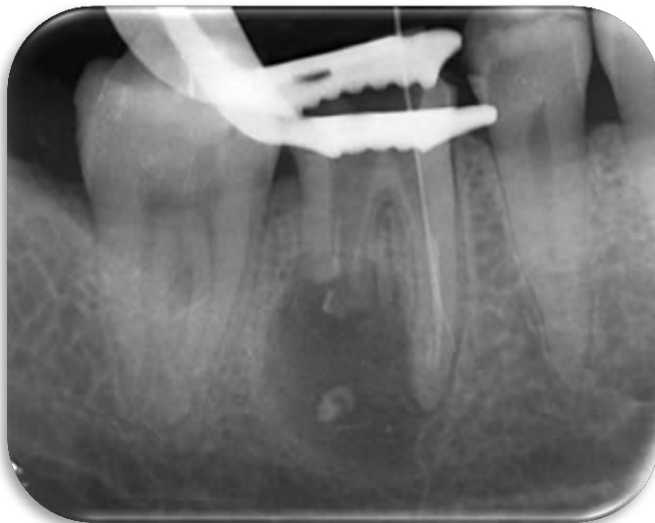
Radiografía periapical después de la remoción de poste en raíz distal
